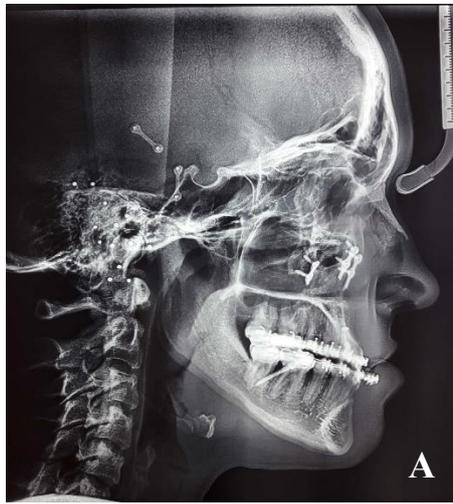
A: Telerradiografia lateral pré-cirúrgica. B: Traçado predictivo. C: Cirurgia de modelos. D: Guia cirúrgico intermediário
